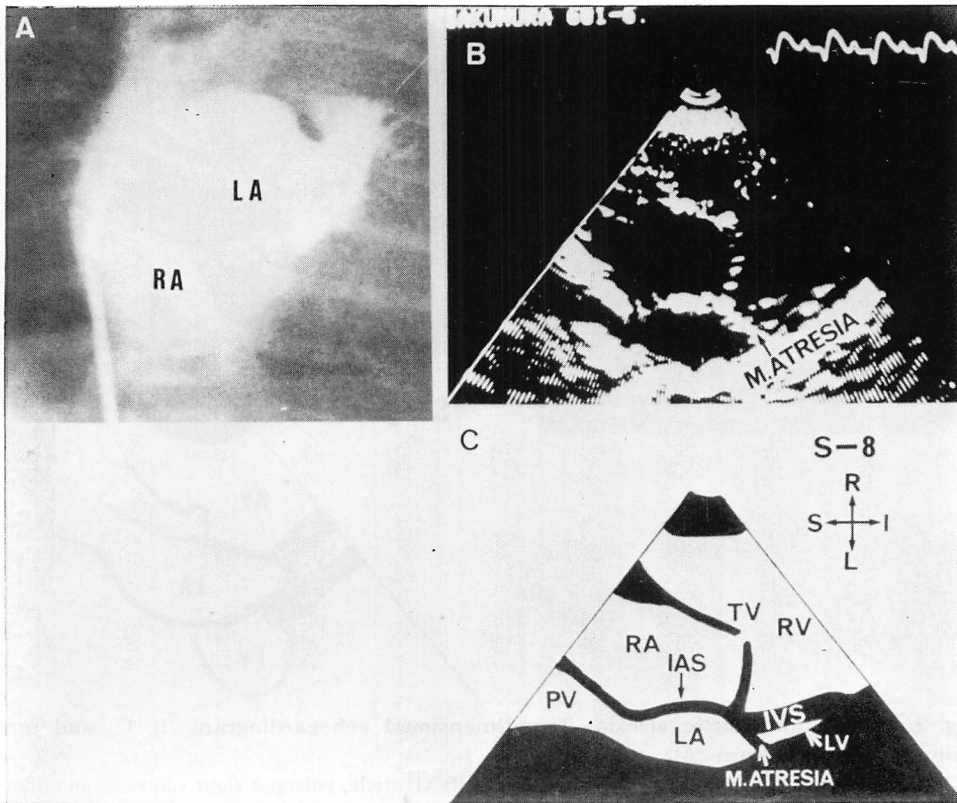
Mitral and aortic atresia (Type I): Two-dimensional echocardiogram (B, C) and left atrial angiogram (A).
